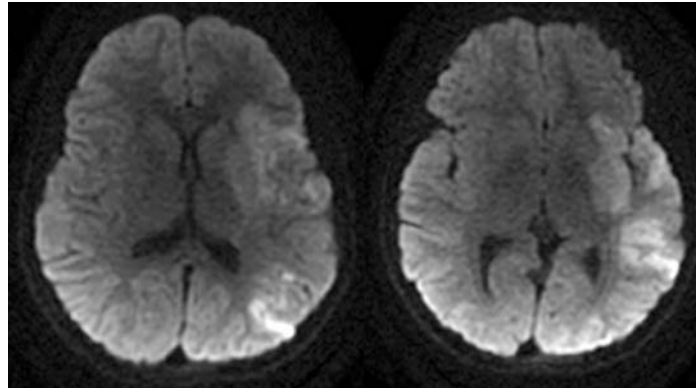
RMN cerebral en la que se observan hallazgos compatibles con ACV isquémico en territorio de ACM izquierda, con afectación de territorio profundo y hallazgos sugestivos de oclusiones distales.
